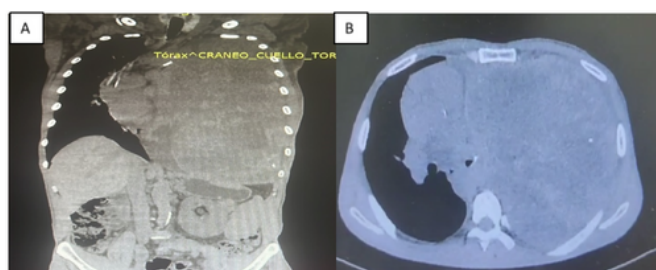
FIGURA A) CORTE CORONAL DE TC TORÁCICA CON EVIDENCIA DE OCUPACIÓN PLEURAL DE LA TOTALIDAD DEL HEMITÓRAX IZQUIERDO CON DESVIACIÓN CONTRALATERAL DEL MEDIASTINO.
